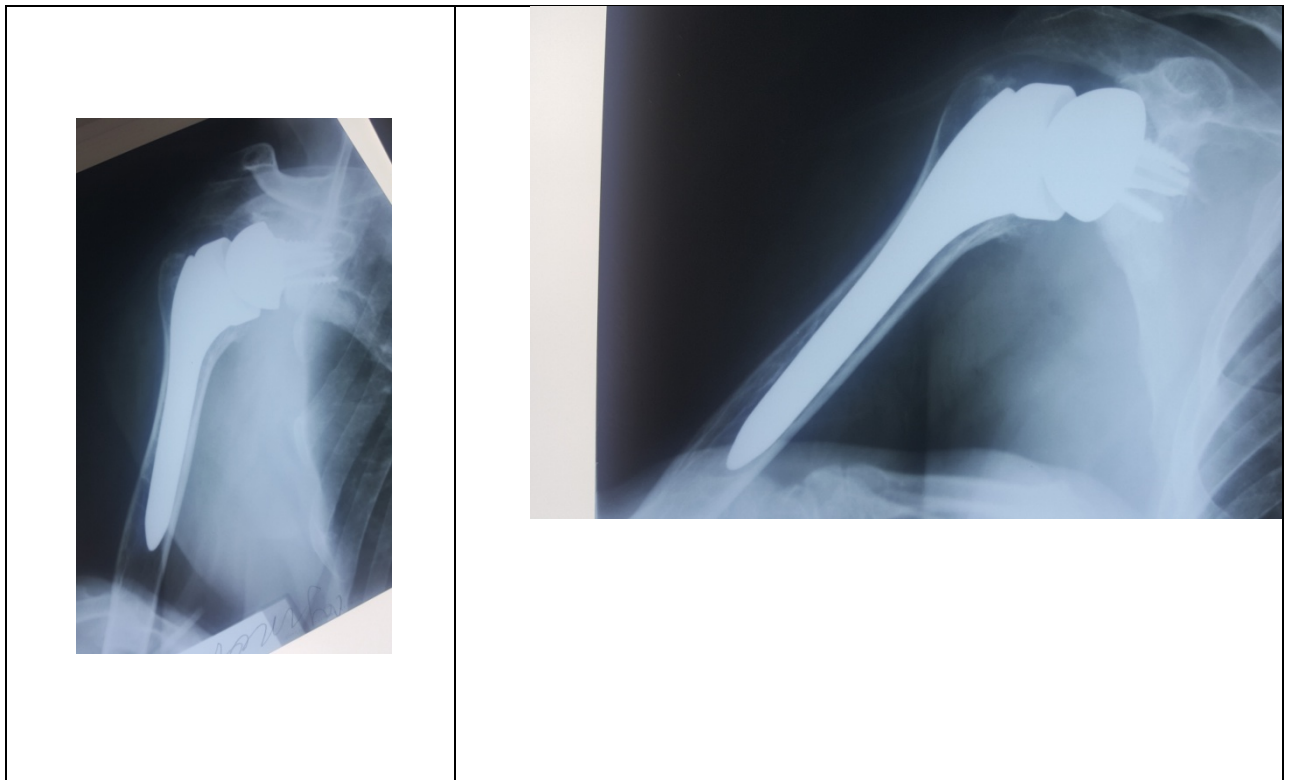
Контрольний рентгенологічний знімок після операції, пацієнт К. 72 років, і/х №5698, до операції
